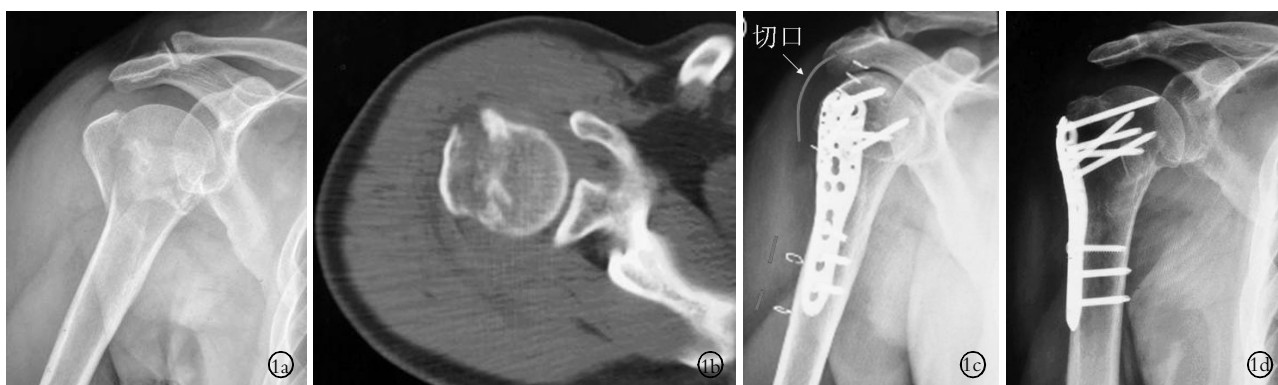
患者,男,72 岁,跌倒伤致肩部肿痛、活动受限 3 h 1a.术前肩关节正位 X 线片示 Neer 3 部分骨折 1b.术前 CT 片示大结节骨折,游离 1c.术后 2 d 肩关节正位 X 线片示骨折解剖复位(皮钉位置代表微创切口) 1d.术后 18 个月随访肩关节正位 X 线片示骨折愈合良好,未见肱骨头坏死塌陷
